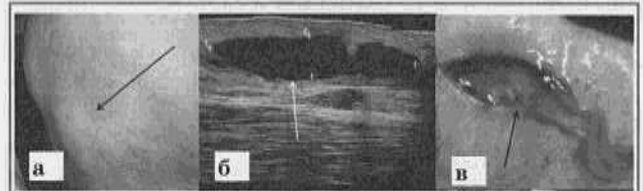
Объемное образование в ПЖК в области спины у наблюдаемой пациентки (а), УЗИ этого очага (б) и эвакуация содержимого очага на бедре (в).
